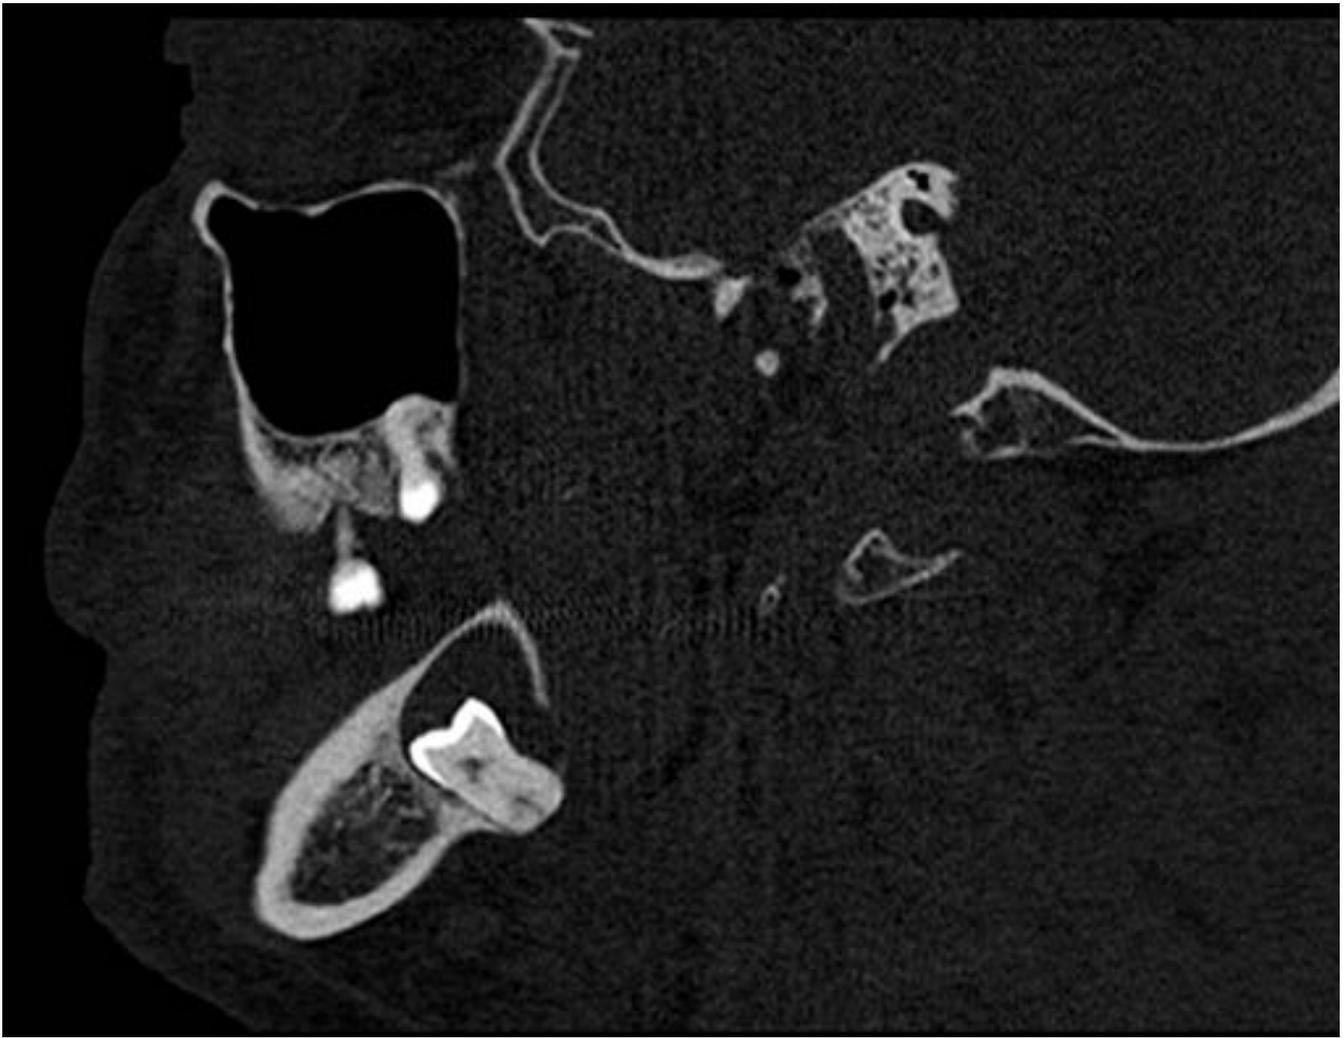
TC corte sagital. Lesión lítica, unilocular, bien definida alrededor de la corona de la pieza 48, que está incluida y horizontalizada. Es ligeramente insuflante y condiciona adelgazamiento de la cortical lingual, sin solución de continuidad. Hallazgos radiológicos en relación con un quiste folicular.
